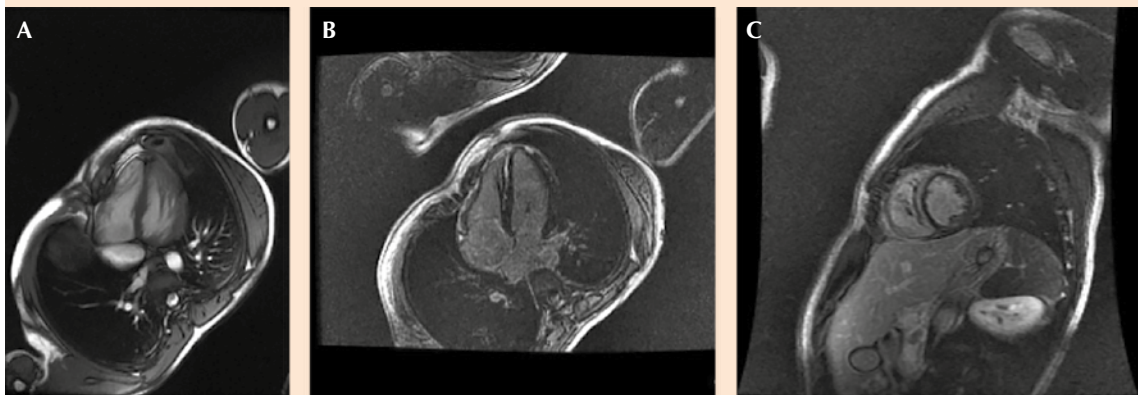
Resonancia magnética de corazón. A. Realce temprano parcheado y multifocal que no afecta el endocardio. Realce tardío parcheado de predominio en la pared lateral de VI originado en la porción epicárdica: patrón de estría medio-parietal en septo IV basal. B. Aumento focal o difuso de la intensidad de señal en secuencias STIR o potenciadas en T2. C. Alteración de la contractilidad segmentaria en SSFP: menor que realce.
